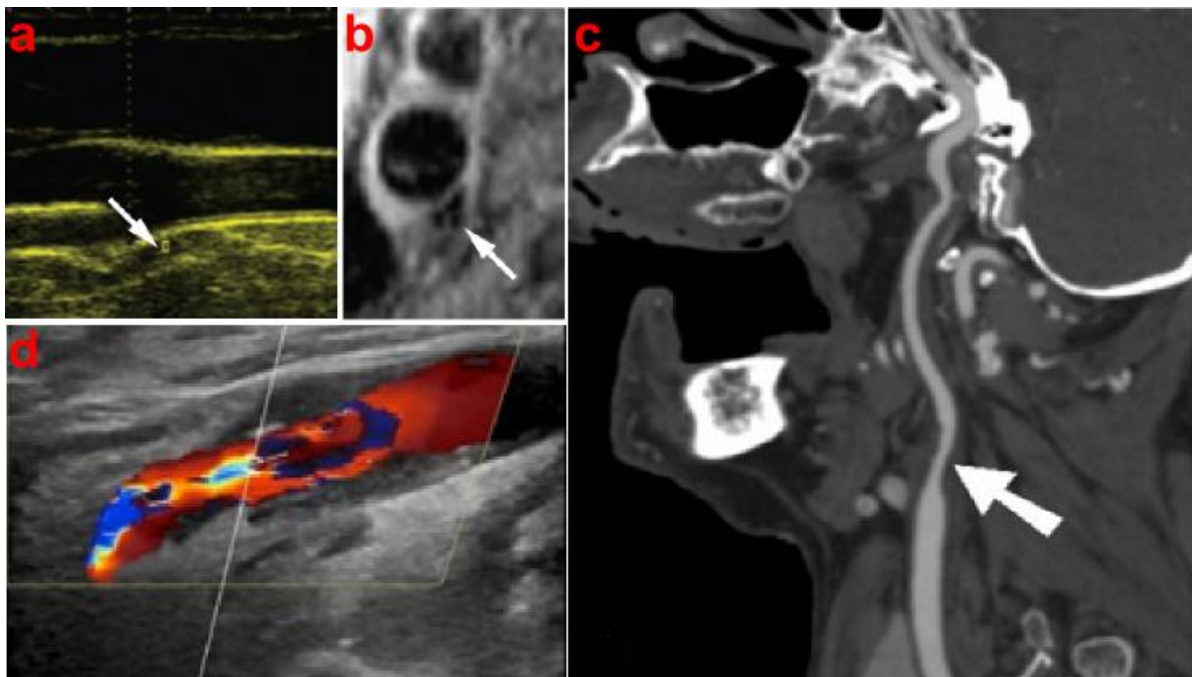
Imageries anatomiques de pathologies artérielles [21, 22]. Plaque d'athérosclérose imagée par échographie (a), anévrysme imagé par IRM (b), sténose de l'artère carotidienne imagée par scanner (c) et par échographie doppler (d).
